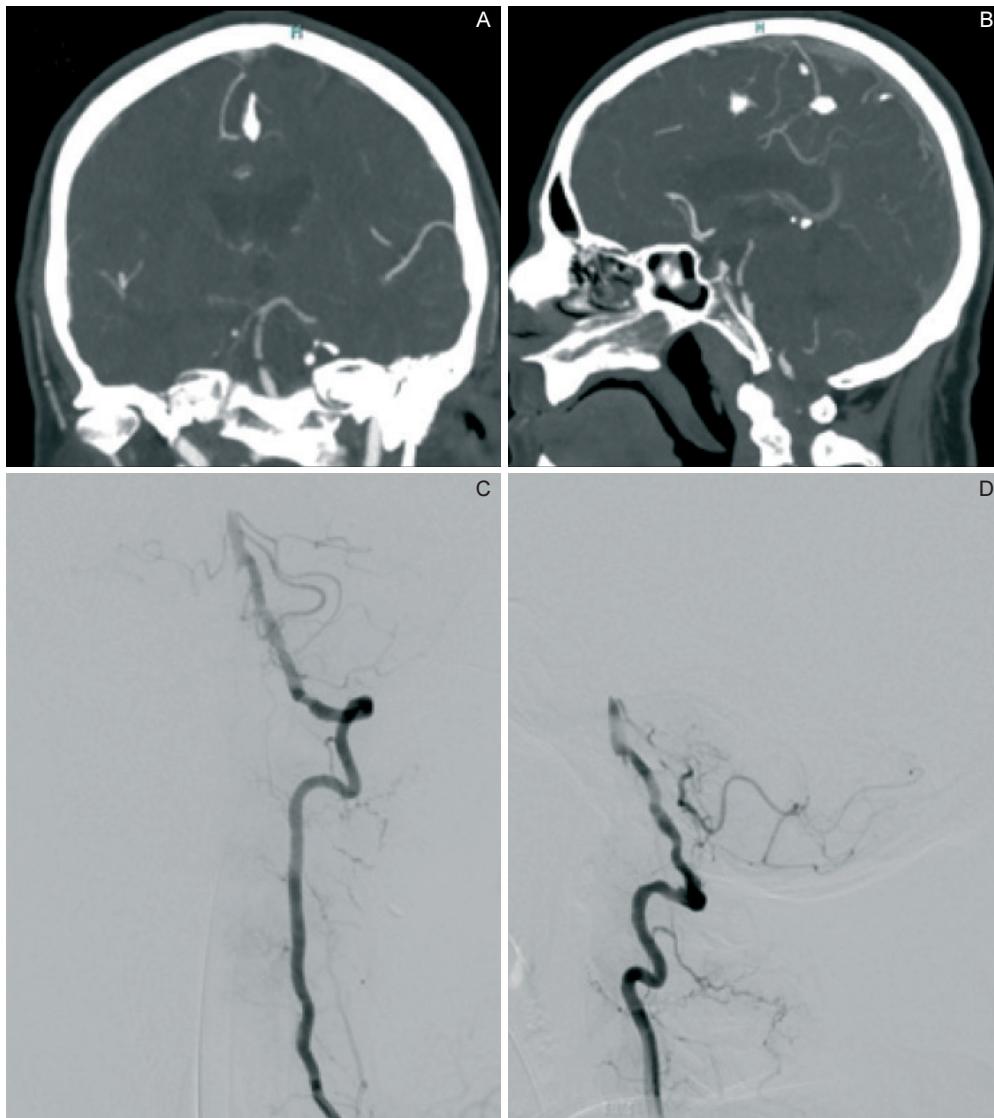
Computed tomography angiography, coronal and sagittal MIP reconstructions (A-B). Cerebral angiograms in AP and LL projections (C-D) showing occlusion of the mid BA.
